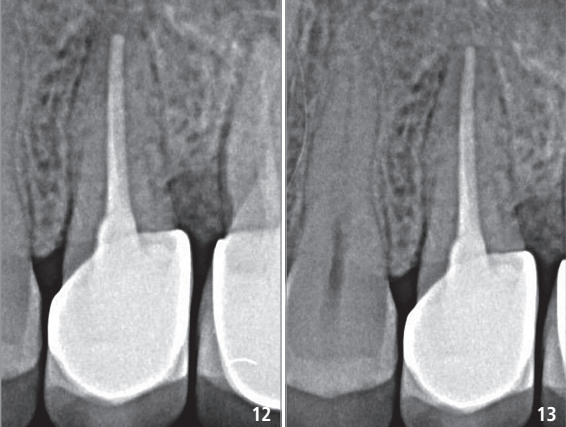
Röntgenbild nach der OP. – Abb. 13: Röntgenbild nach sechs Monaten.
